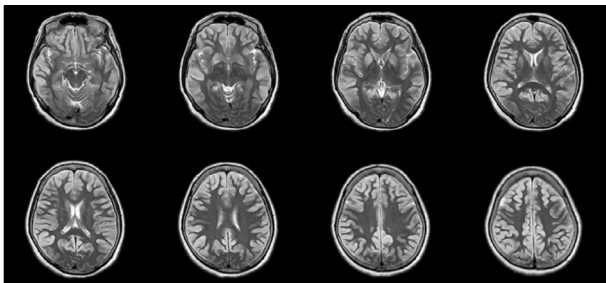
T2 weighted MRI also shows cortical signal change and edema in both frontotemporoparietal lobes and both basal ganglia. Both cerebellum and occipital lobes are spared.
